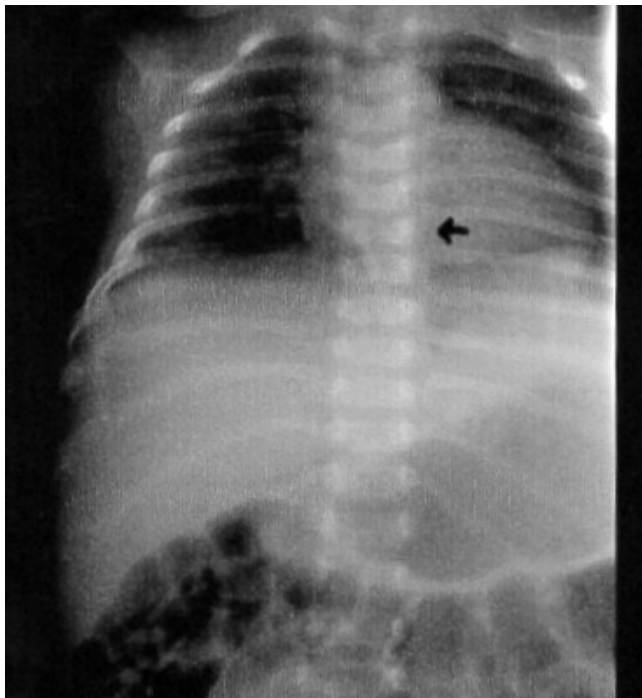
TL spine X-ray shows butterfly deformity in T6.
